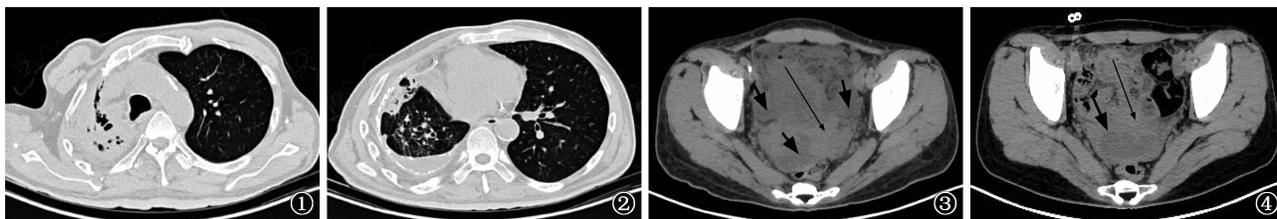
~2 患者,男,53 岁,间断咳嗽、咳痰近 3 年,间断咯血近 3 个月。图 1 为 2021 年 3 月 31 日胸部 CT 扫描肺窗主动脉弓层面图,可见右侧胸廓缩小,纵隔右移,右上叶肺实变,细支气管充气相;图 2 为 2021 年 3 月 31 日胸部 CT 扫描肺窗心室层面图,可见右侧胸廓缩小,纵隔右移,右下肺不规则斑片影,左下肺可见少许小结节影,右侧胸膜肥厚、钙化,右侧胸腔包裹性积液 图 3~4 患者,女,23 岁,间断发热 2 个月余,皮下出血 6 d。图 3 为 2021 年 3 月 31 日盆腔 CT 扫描,可见盆腔包裹性积液(粗箭),附件包块(细箭);图 4 为 2021 年 7 月 19 日盆腔 CT 扫描,可见盆腔积液较前吸收(粗箭),附件包块缩小(细箭)
